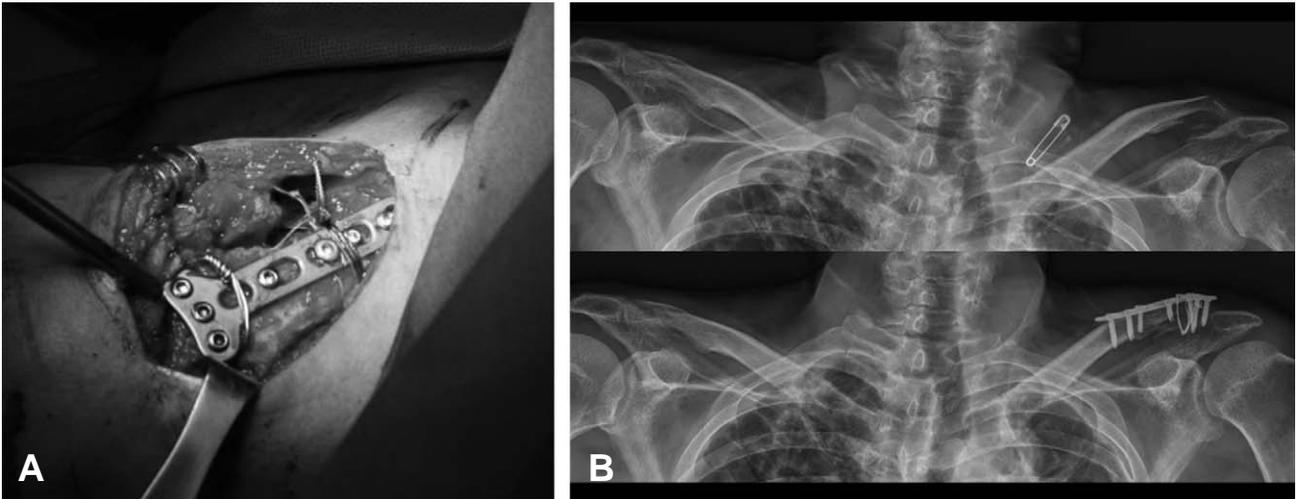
(A) Photograph of unstable distal clavicle fracture, fixation achieved with 3.5 mm T-shaped LCP (locking compression plate) and cerclage wiring. A screw hole over an area of comminution was left empty. A subcoracoid suture with non-absorbable material was placed to reduce stress on the lateral plate during healing. Wiring was used to circlage inferior fragment. (B) Preoperative and follow up radiograph showing mild AC joint subluxation was occurred in one case. But, it did not compromise final functional and radiological results.
